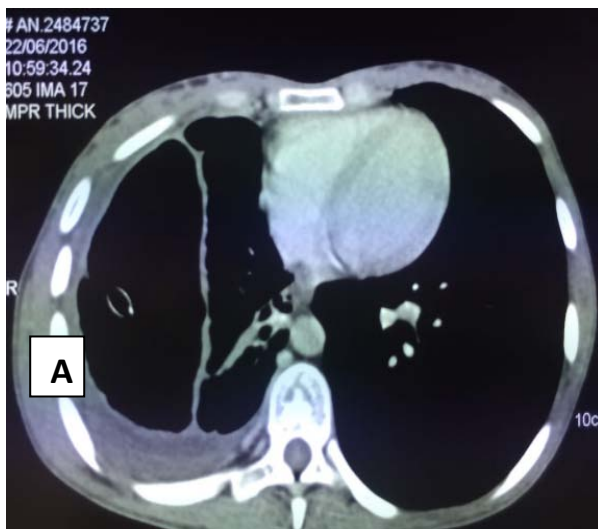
TDM thoracique en coupe axiale montrant un épanchement pleural mixte.
